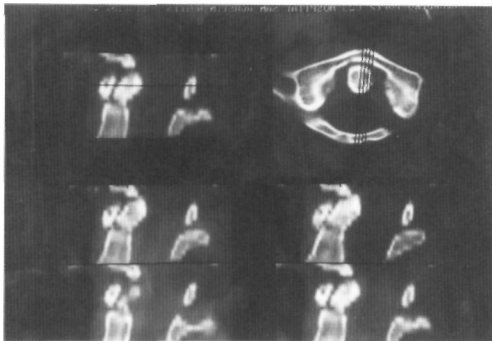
Imagen de TAC en la que se aprecia la falta de consolidación de una fractura de odontoides Tipo II con desplazamiento posterior mayor de 6 mm. tratada inicialmente de forma ortopédica.
